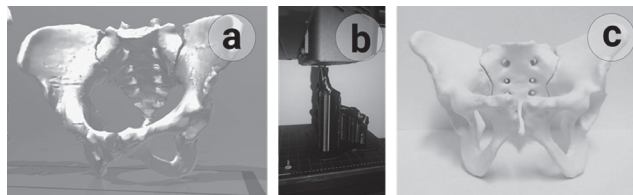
Применение метода 3D-печати для изготовления медицинских моделей: а — CAD-модель, построенная на основе данных МРТ; б — процесс полимерной экструзионной 3D печати одного из трех сегментов; в — напечатанная и собранная модель
